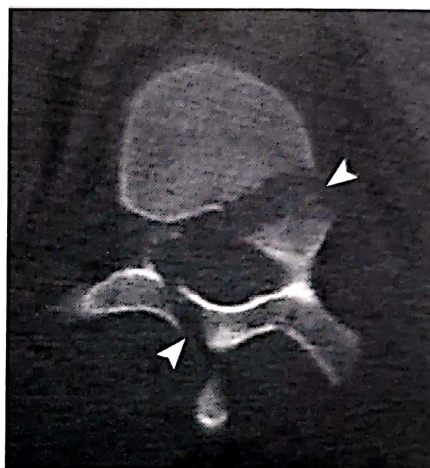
Fractura Chance – traiectul corporal al liniilor de fractură – imagine CT axială.
